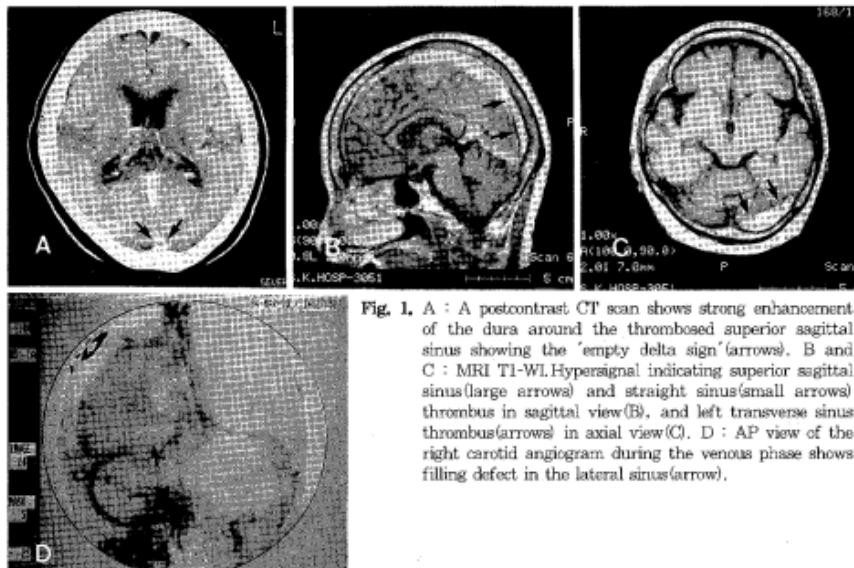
A : A postcontrast CT scan shows strong enhancement of the dura around the thrombosed superior sagittal sinus showing the 'empty delta sign'(arrows). B and C : MRI T1-WI.Hypersignal indicating superior sagittal sinus(large arrows) and straight sinus(small arrows) thrombus in sagittal view(B), and left transverse sinus thrombus(arrows) in axial view(C). D : AP view of the right carotid angiogram during the venous phase shows filling defect in the lateral sinus(arrow).
